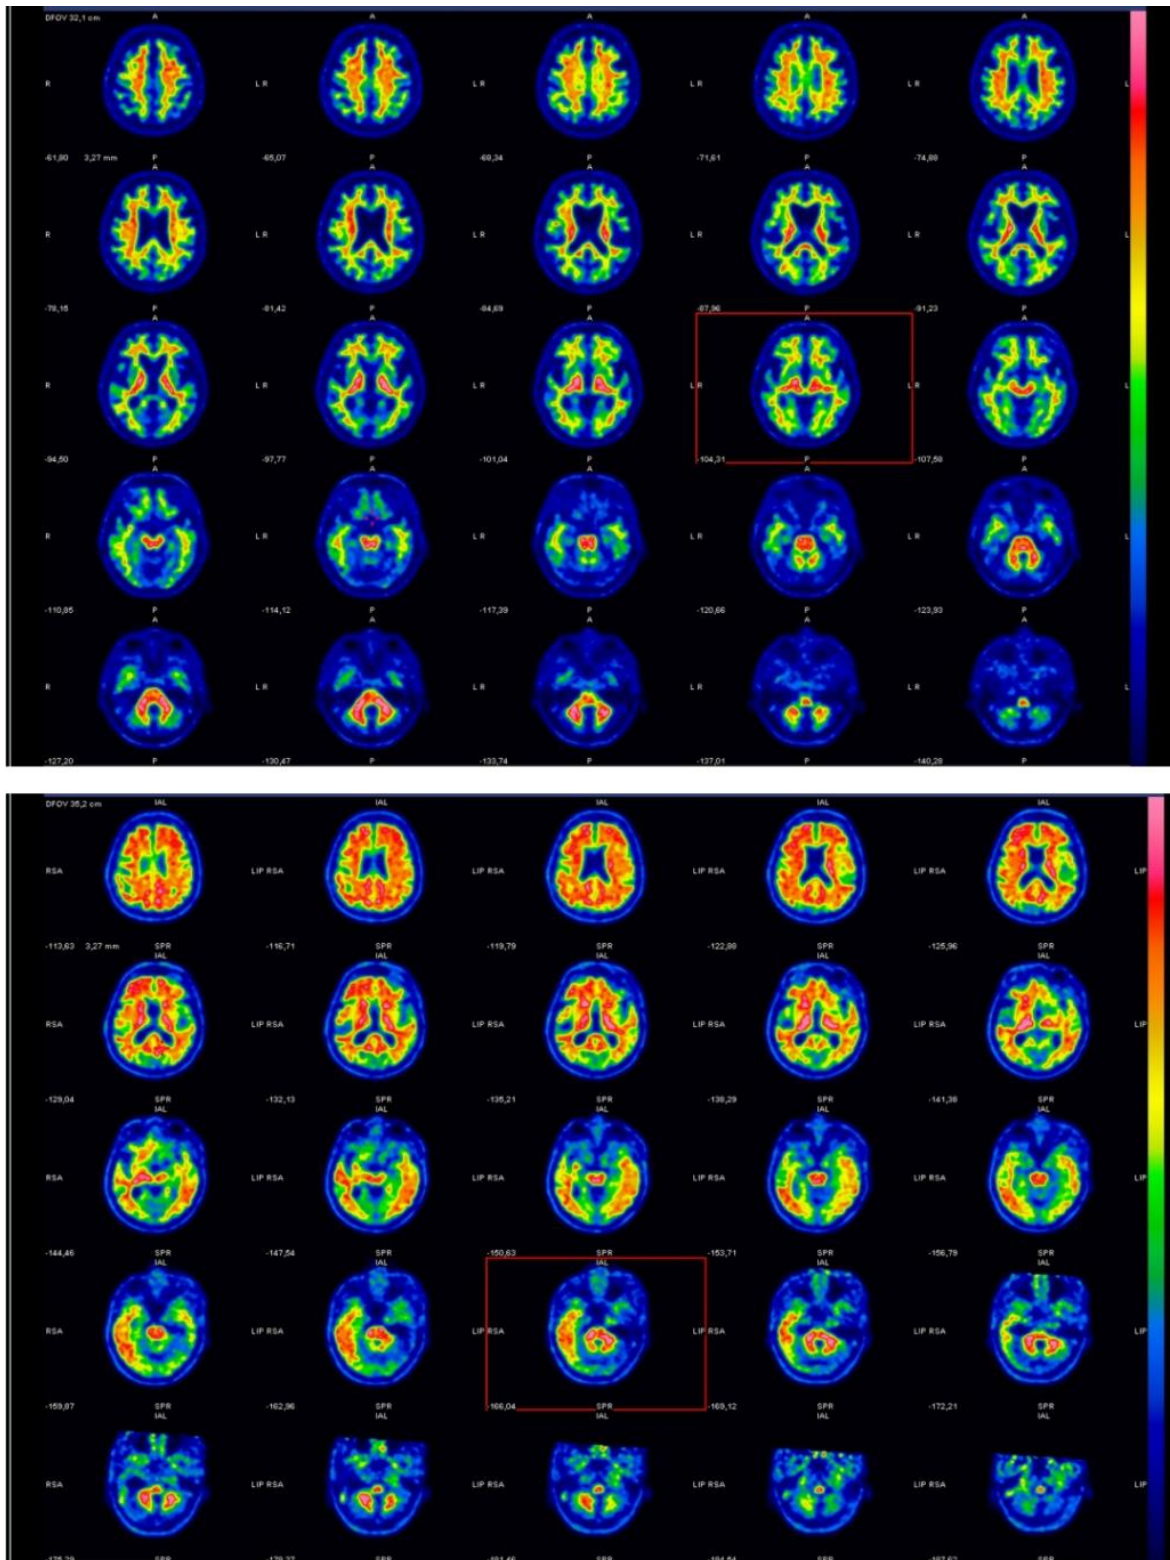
Acquisizione PET con un radiofarmaco per l'imaging dell'amiloide: l'immagine soprastante rappresenta un caso negativo, quella sottostante un caso positivo (Nuclear Medicine and Molecular Imaging Dpt ASST Spedali Civili di Brescia)
